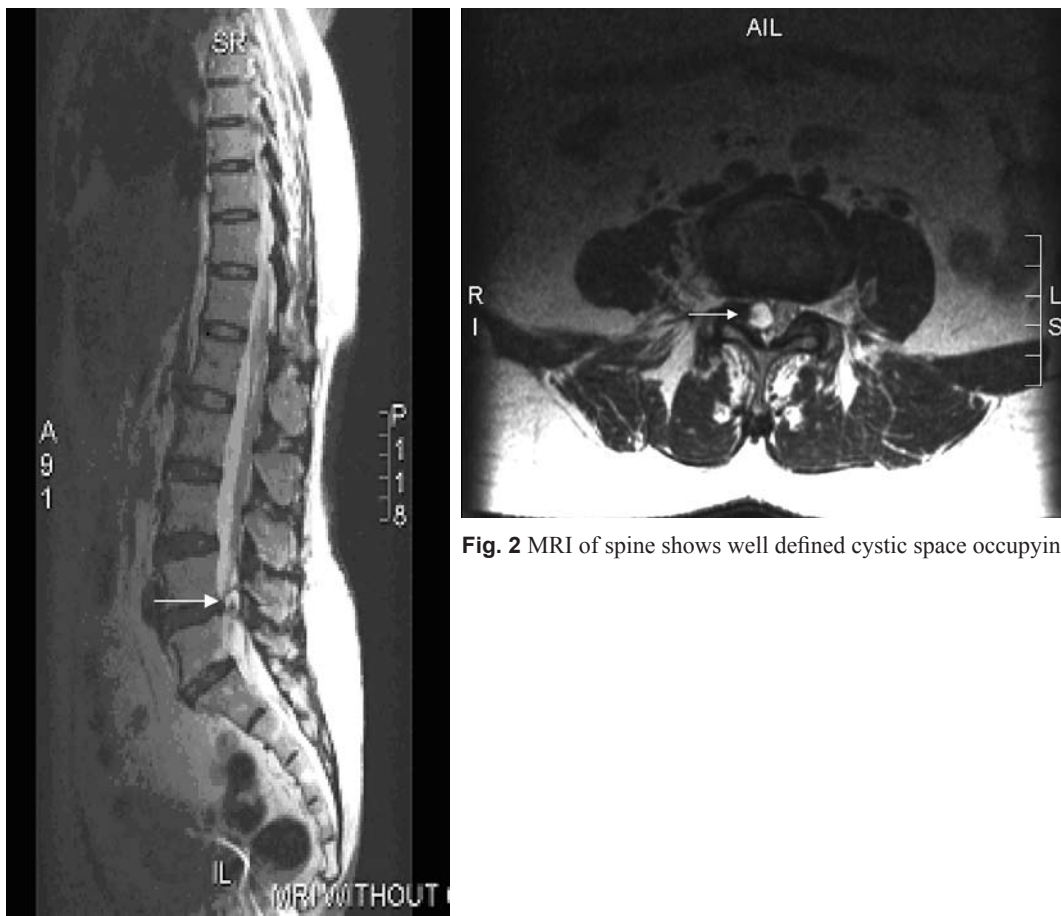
MRI of spine shows well defined cystic space occupying lesion at L4-5 space
